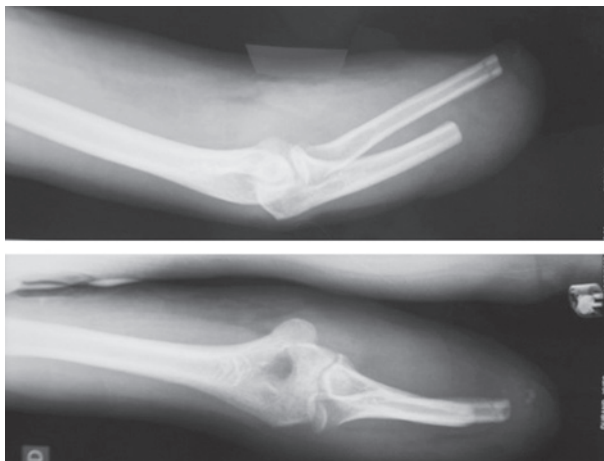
Radiografía de un muñón del antebrazo.
